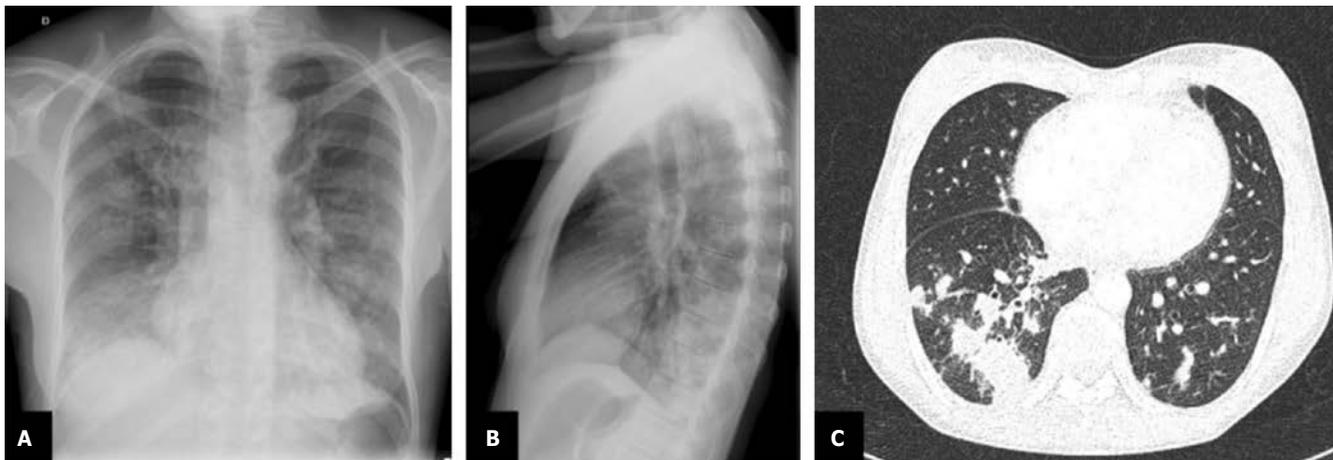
Radiografía: A) postero-anterior; B) lateral de tórax mostrando extensas opacidades bilaterales, sugestivas de infección por SARS-CoV-2. C) Corte axial de TC de tórax mostrando opacidades pulmonares peribroncovasculares en ambos lóbulos inferiores de nueva aparición y adenopatías hiliomedistínicas y broncovasculares.
